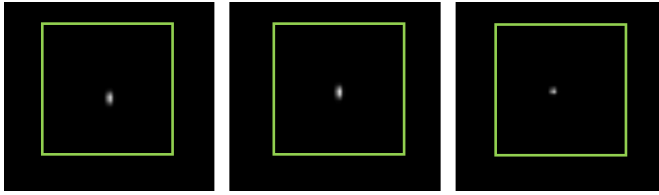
VOI cúbico para determinar la cuentas totales registradas en la imagen SPECT de la fuente puntual.
